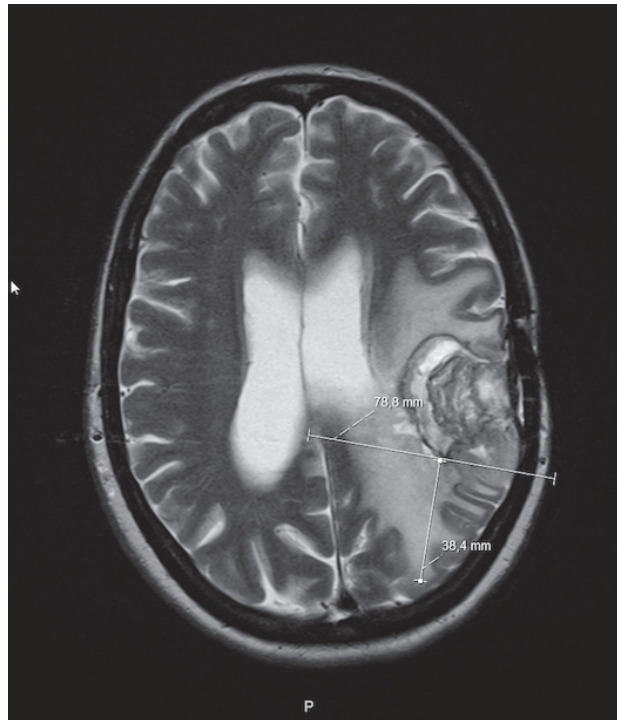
Beispiel Messung perifokales Ödem an MRT von Glioblastompatienten aus der Studie
